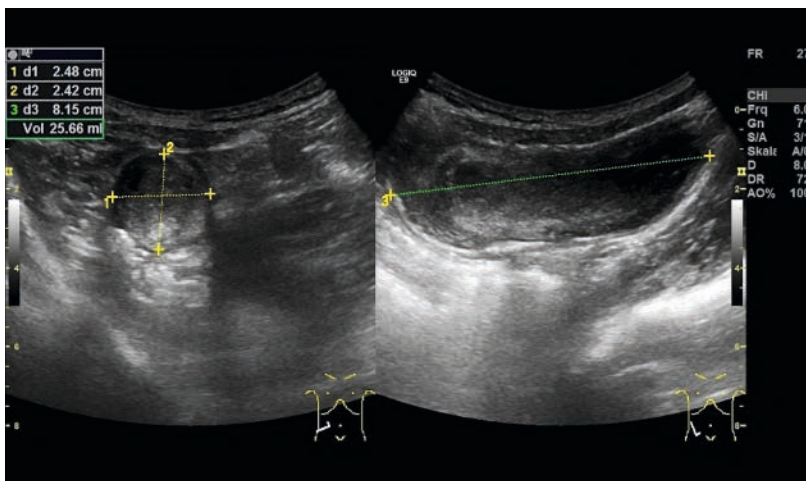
Sonographischer Befund des ersten Patienten.
